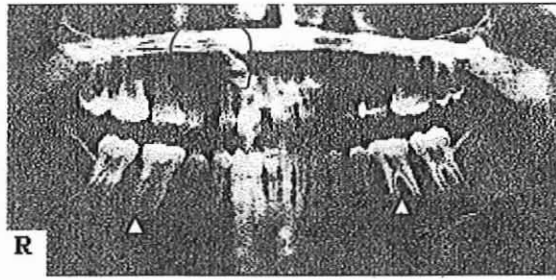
Orthopantomogramme d'un garçon atteint de RHLX. [40]
